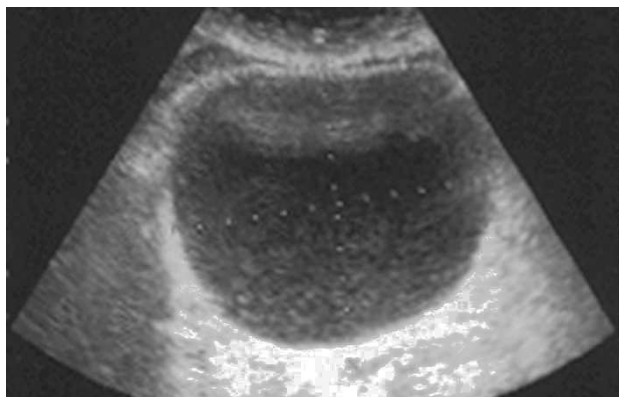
Ecografía transabdominal: formación quística de contenido denso con fino punteado, sin tabiques ni papilas, de 116 x 97 mm.
